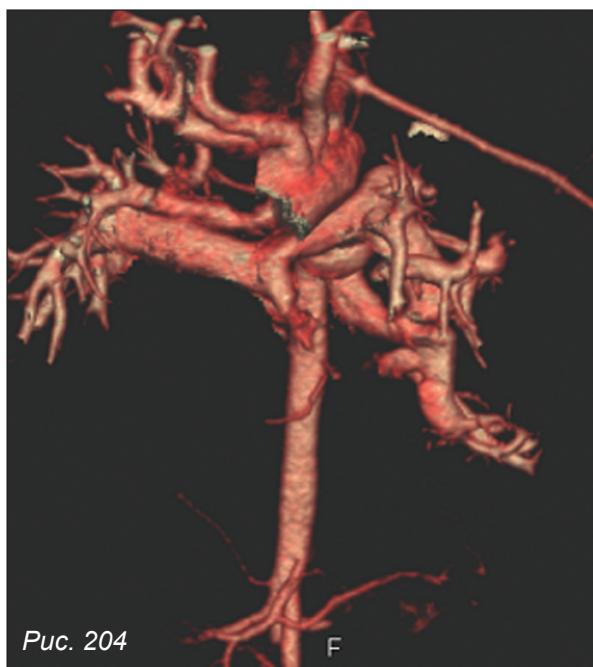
КТ-ангиография. Объемные реконструкции аорты и легочной артерии. Атрезия легочной артерии 2-го типа (отсутствуют клапан и ствол легочной артерии)
